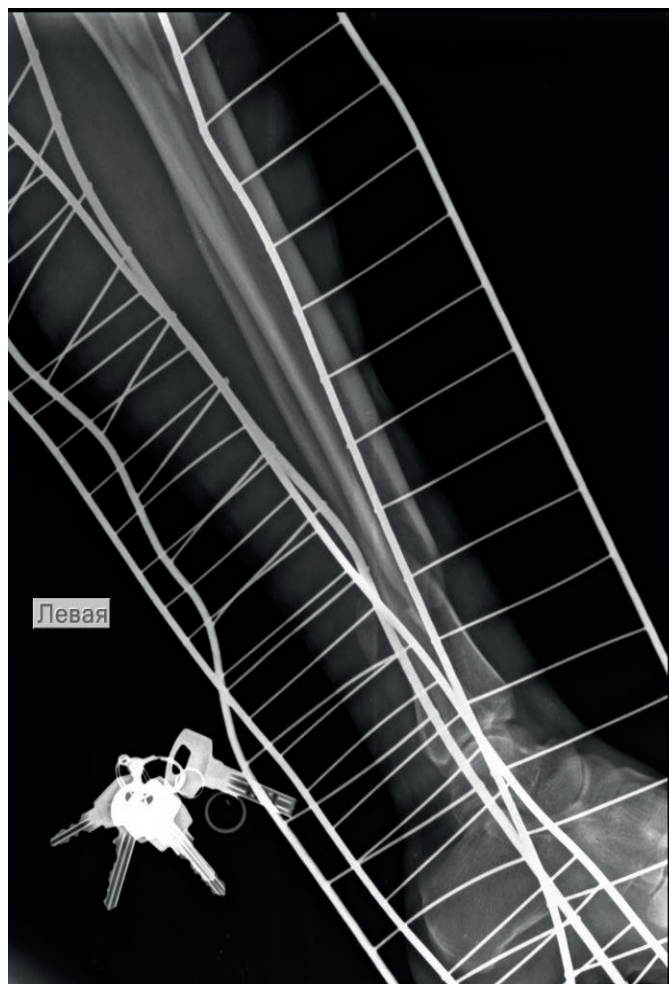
Рентгенография левой голени. Перелом верхней и нижней трети малоберцовой кости, нижней трети большеберцовой кости со смещением фрагментов.
